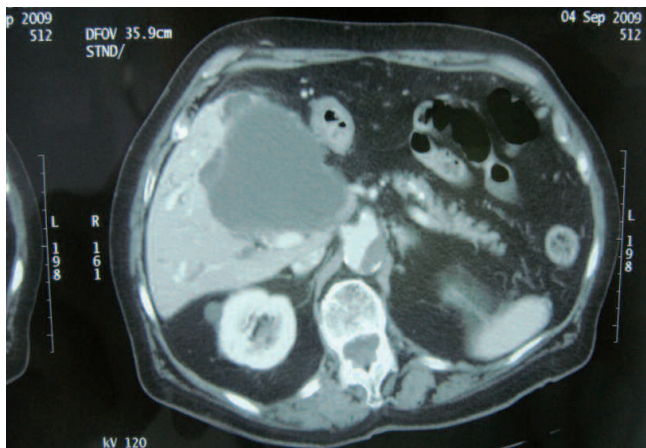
(A) TAC previo a al drenaje. (B) TAC tras drenaje.
